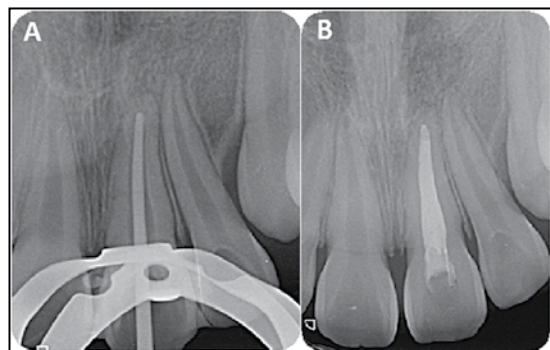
A: Radiografía de Conometría; B: Radiografía de término de endodoncia.
